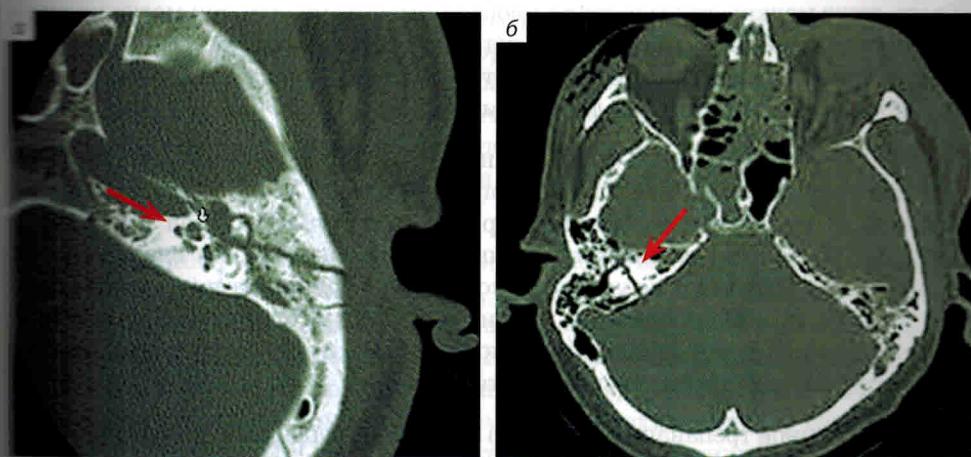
КТ переломов пирамиды височной кости: а – продольный перелом пирамиды височной кости (указан стрелкой); б – поперечный перелом пирамиды правой височной кости (указан стрелкой)
